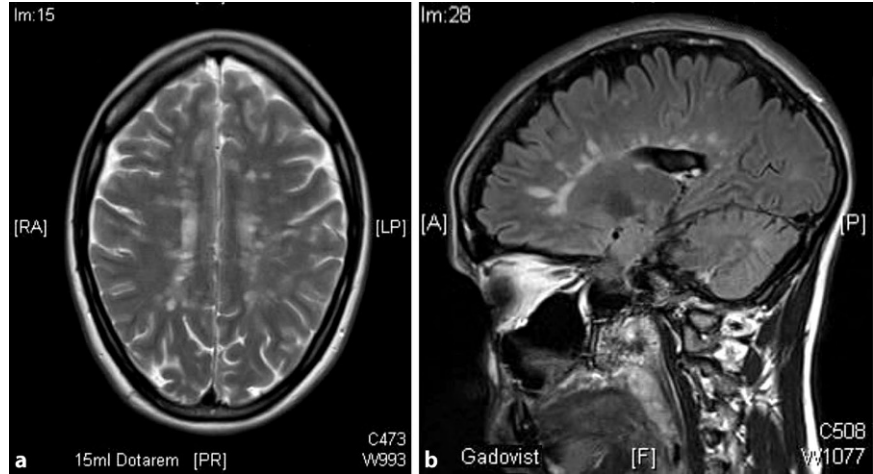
▲ Magnetresonanztomographieaufnahmen einer Patientin mit hochaktiver Multiple-Sklerose-Verlaufsform. a T2 transversal, b FLAIR sagittal
